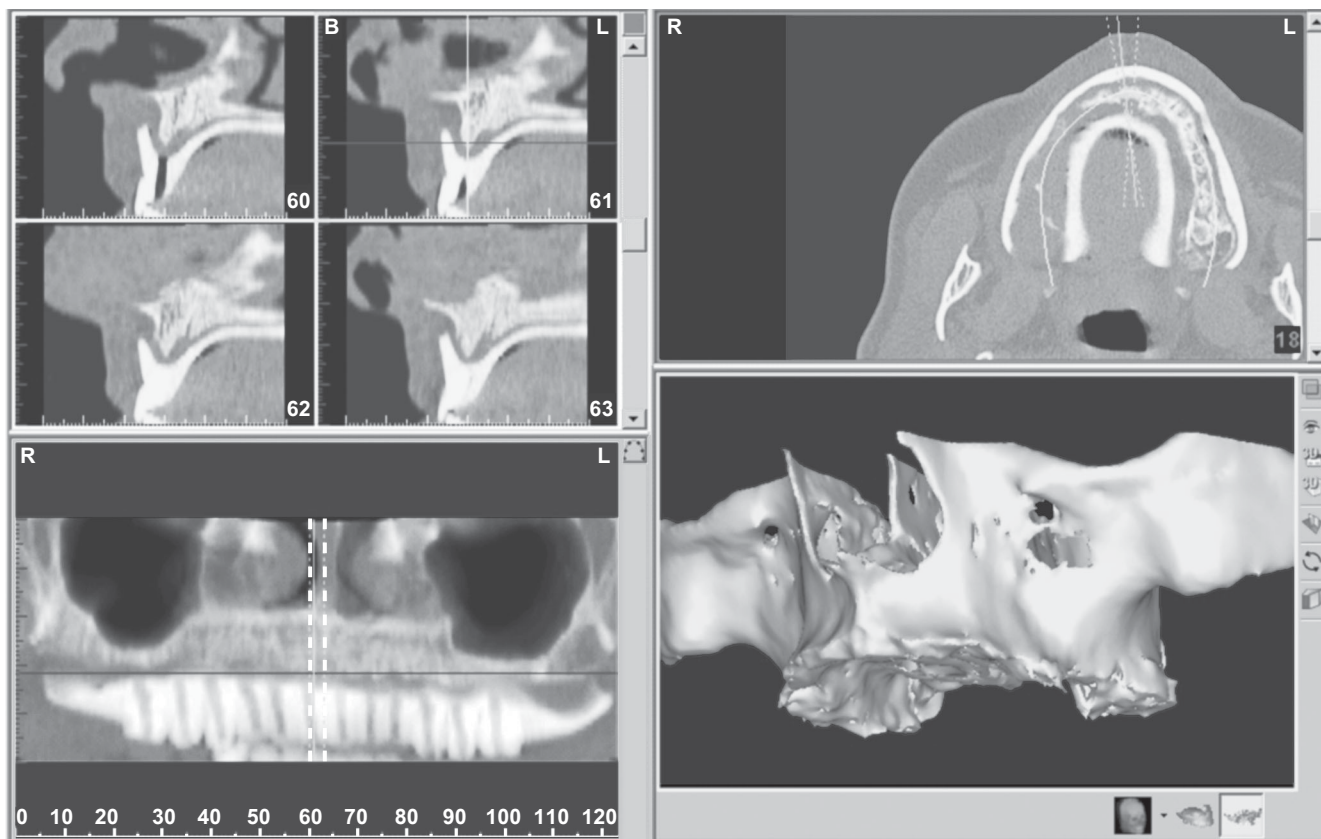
Візуалізація й аналіз даних спіральної комп'ютерної томографії
